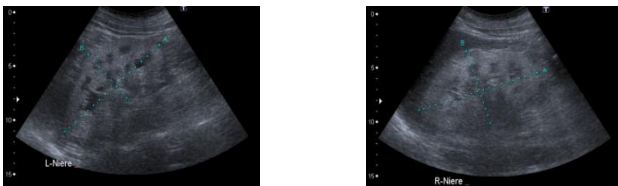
Sonographie der linken (links) und rechten Niere (rechts)
